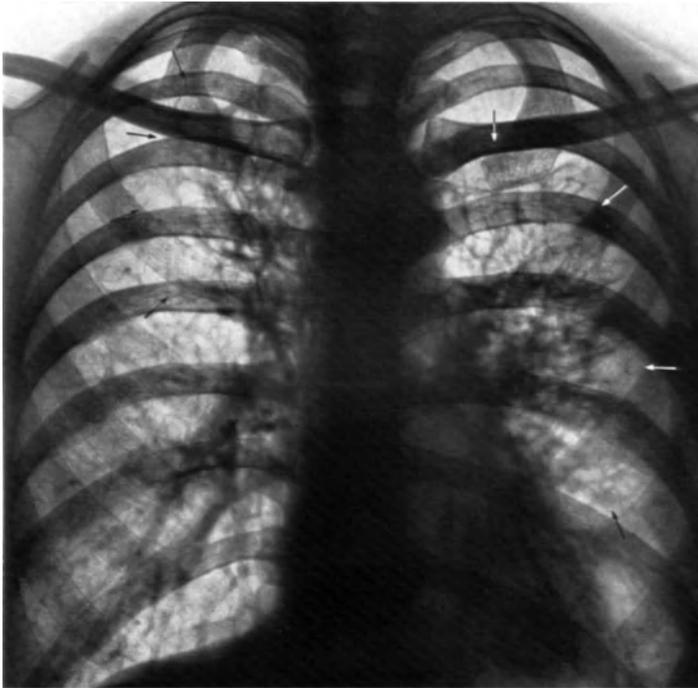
Komplizierte offene Wabenlungge auf beiden Lungenseiten bei einer 47jährigen Frau. Seit 6 Jahren röntgenologisch unveränderter Befund.
